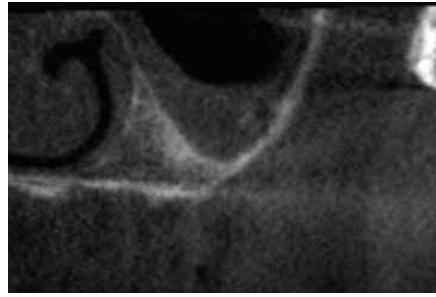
CT による 3D 冠状断ではシュナイダー膜の肥厚が認められる。
